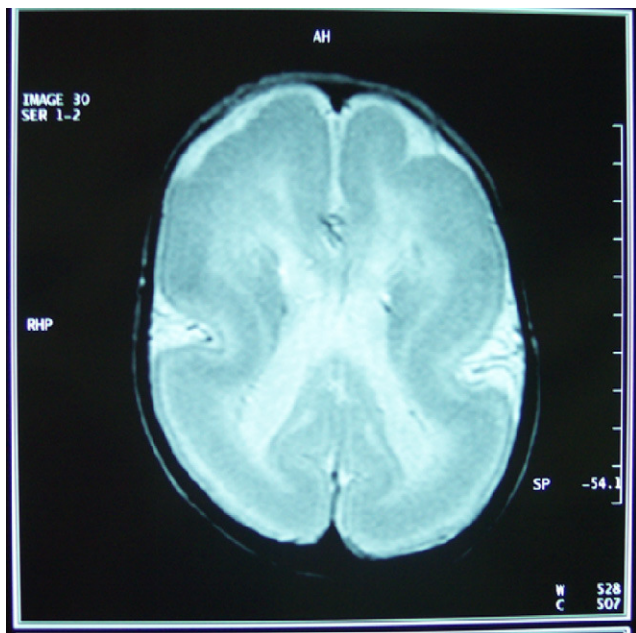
Resonancia magnética cerebral, corte axial T2, donde se aprecia córtex liso, engrosado, con una capa fina de sustancia blanca, ventrículos discretamente dilatados e hipogenesia del cuerpo calloso, con ausencia de esplenio y rostrum.
